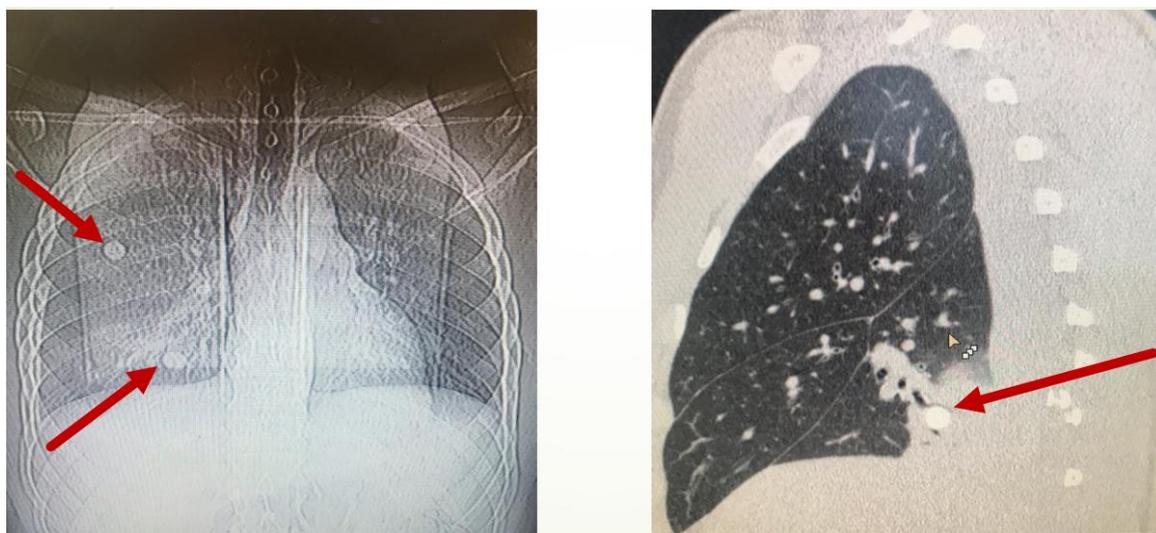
Рентгенологические признаки повреждений груди пациента Ц. 22 лет (данные травмоцентра I уровня ГБУЗ АО АОКБ)
